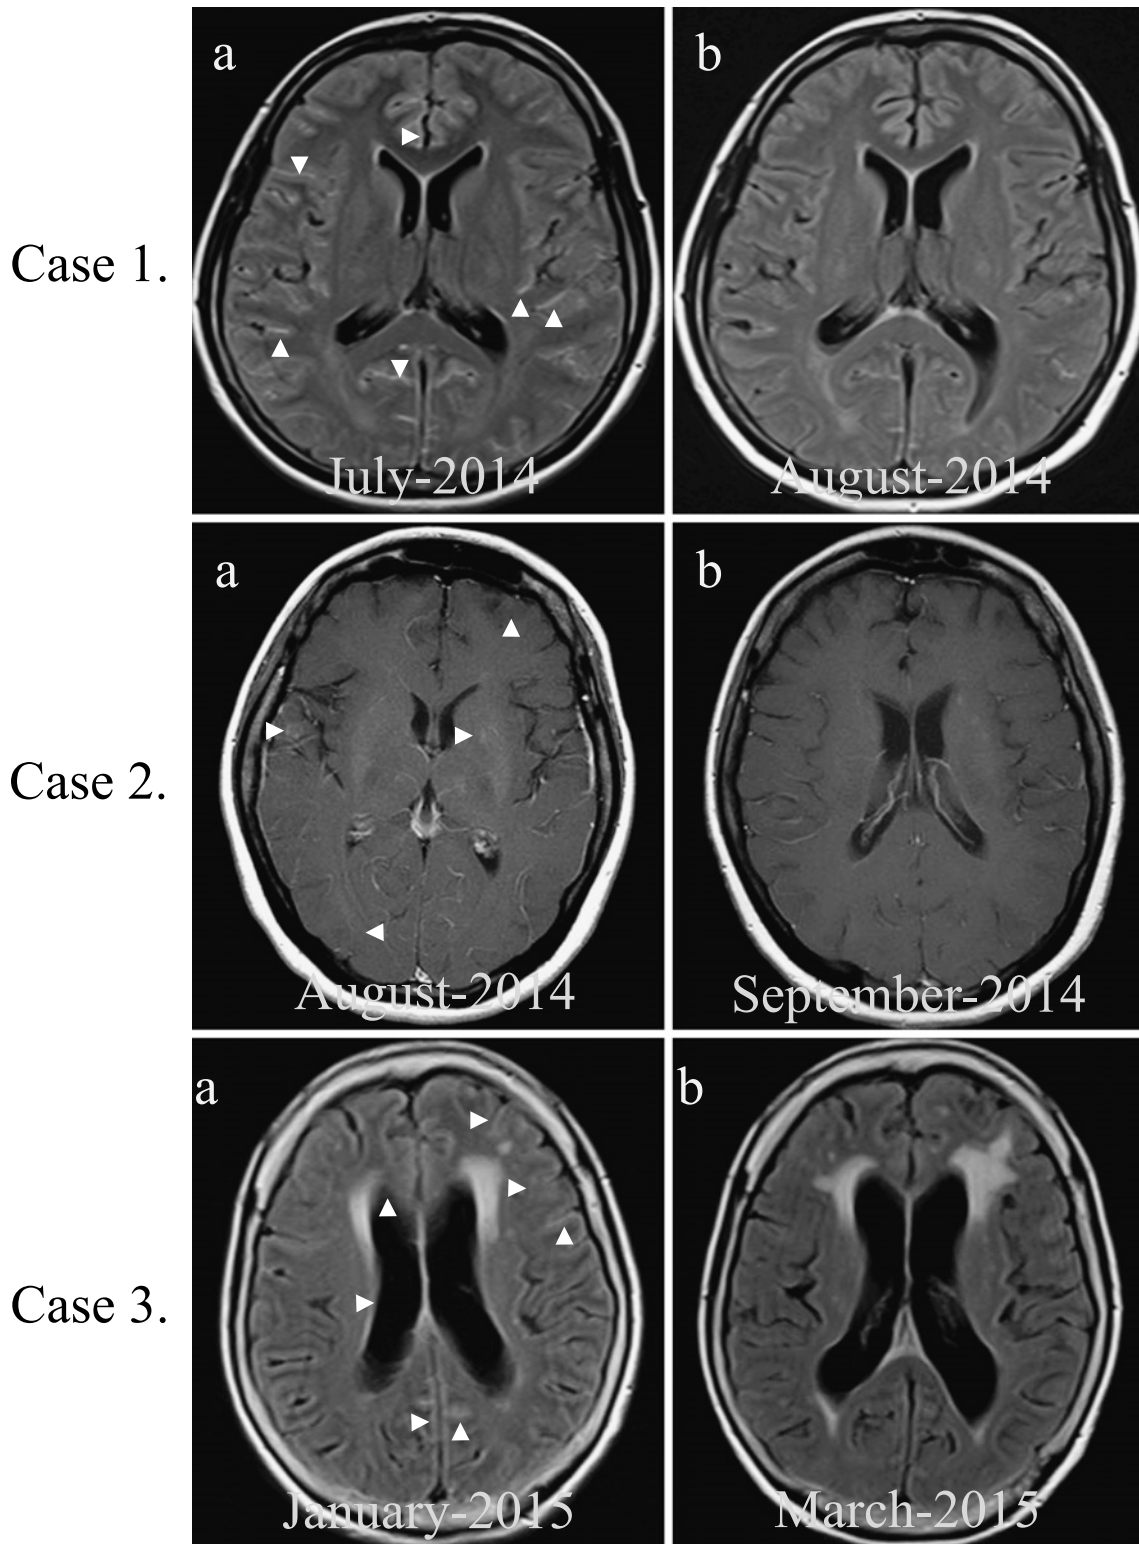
A serial evaluation of brain MRI in Cases 1, 2, and 3. Leptomeningeal enhancement (arrowheads) in Cases 1 and 3 before treatment (a) disappeared after treatment (b) with afatinib. The multiple brain metastases in Case 2 (a) disappeared after treatment (b).
